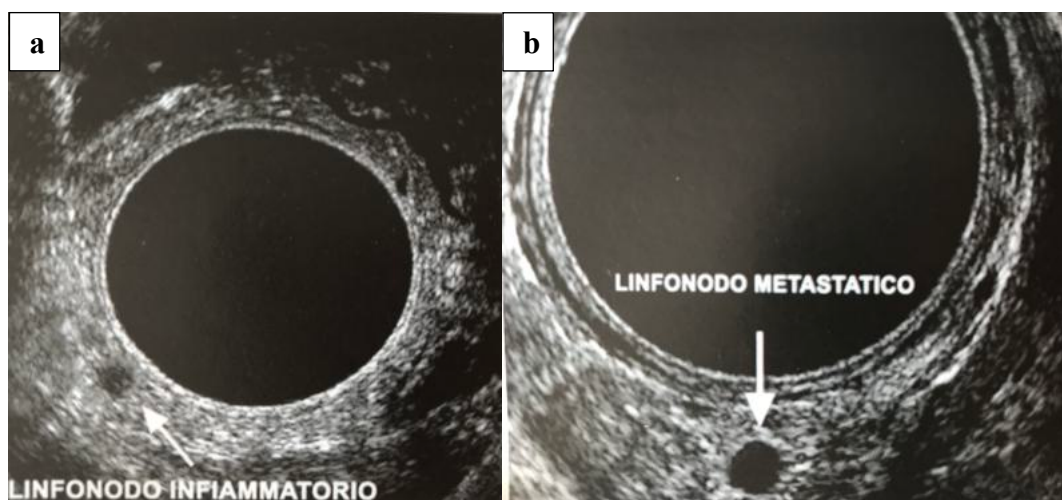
Immagini ecografiche di linfonodo infiammatorio (a) e di linfonodo metastatico (b)
